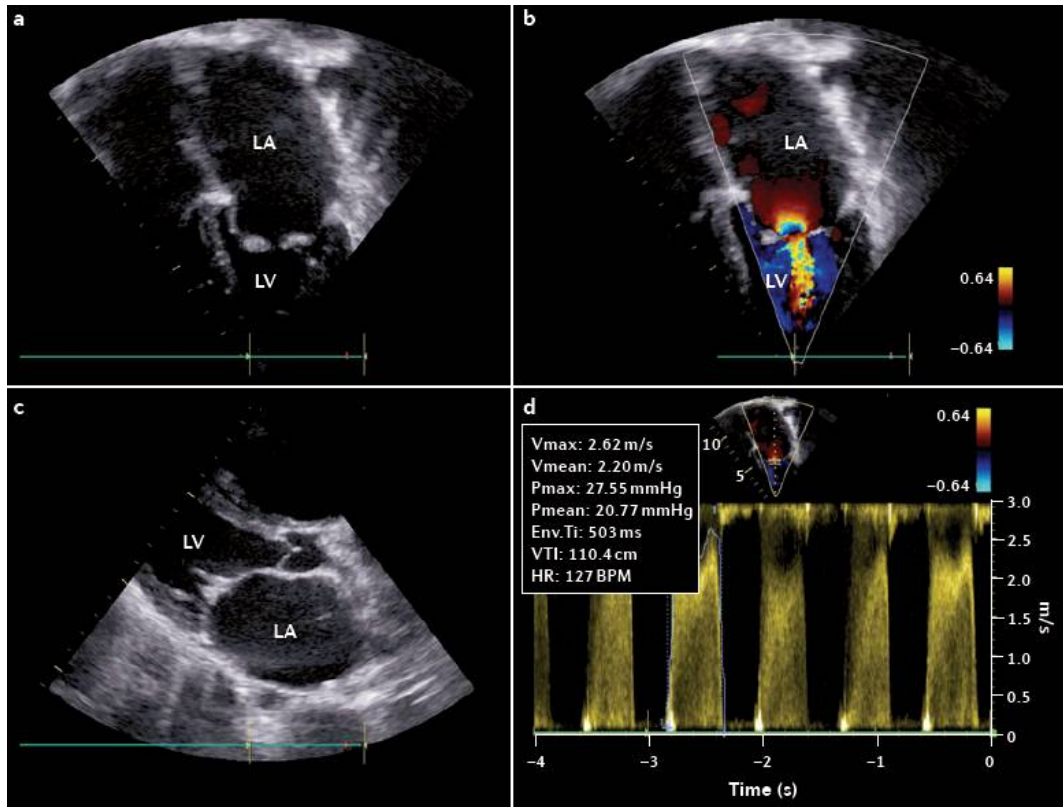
Échocardiographie Doppler d'un enfant présentant une sténose mitrale sévère[1].
